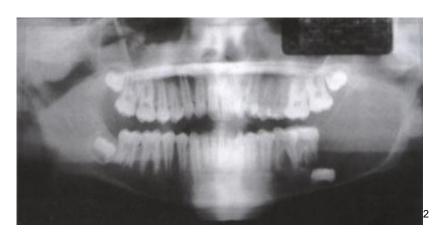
Radiografía panorámica que muestra una lesión radiolucida uniquistica.
